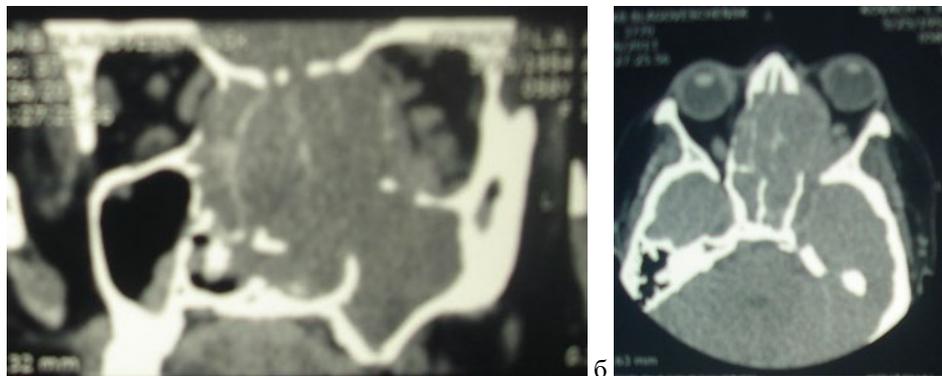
КТ черепа: а – фронтальная проекция (патологический процесс занимает левую верхнечелюстную пазуху с распространением в полость носа слева и справа с разрушением перегородки носа, занимает все клетки решетчатой кости с прорастанием в левую орбиту); б – аксиальная проекция (патологический процесс занимает все клетки решетчатой кости и клиновидные пазухи с двух сторон с распространением в левую орбиту).
